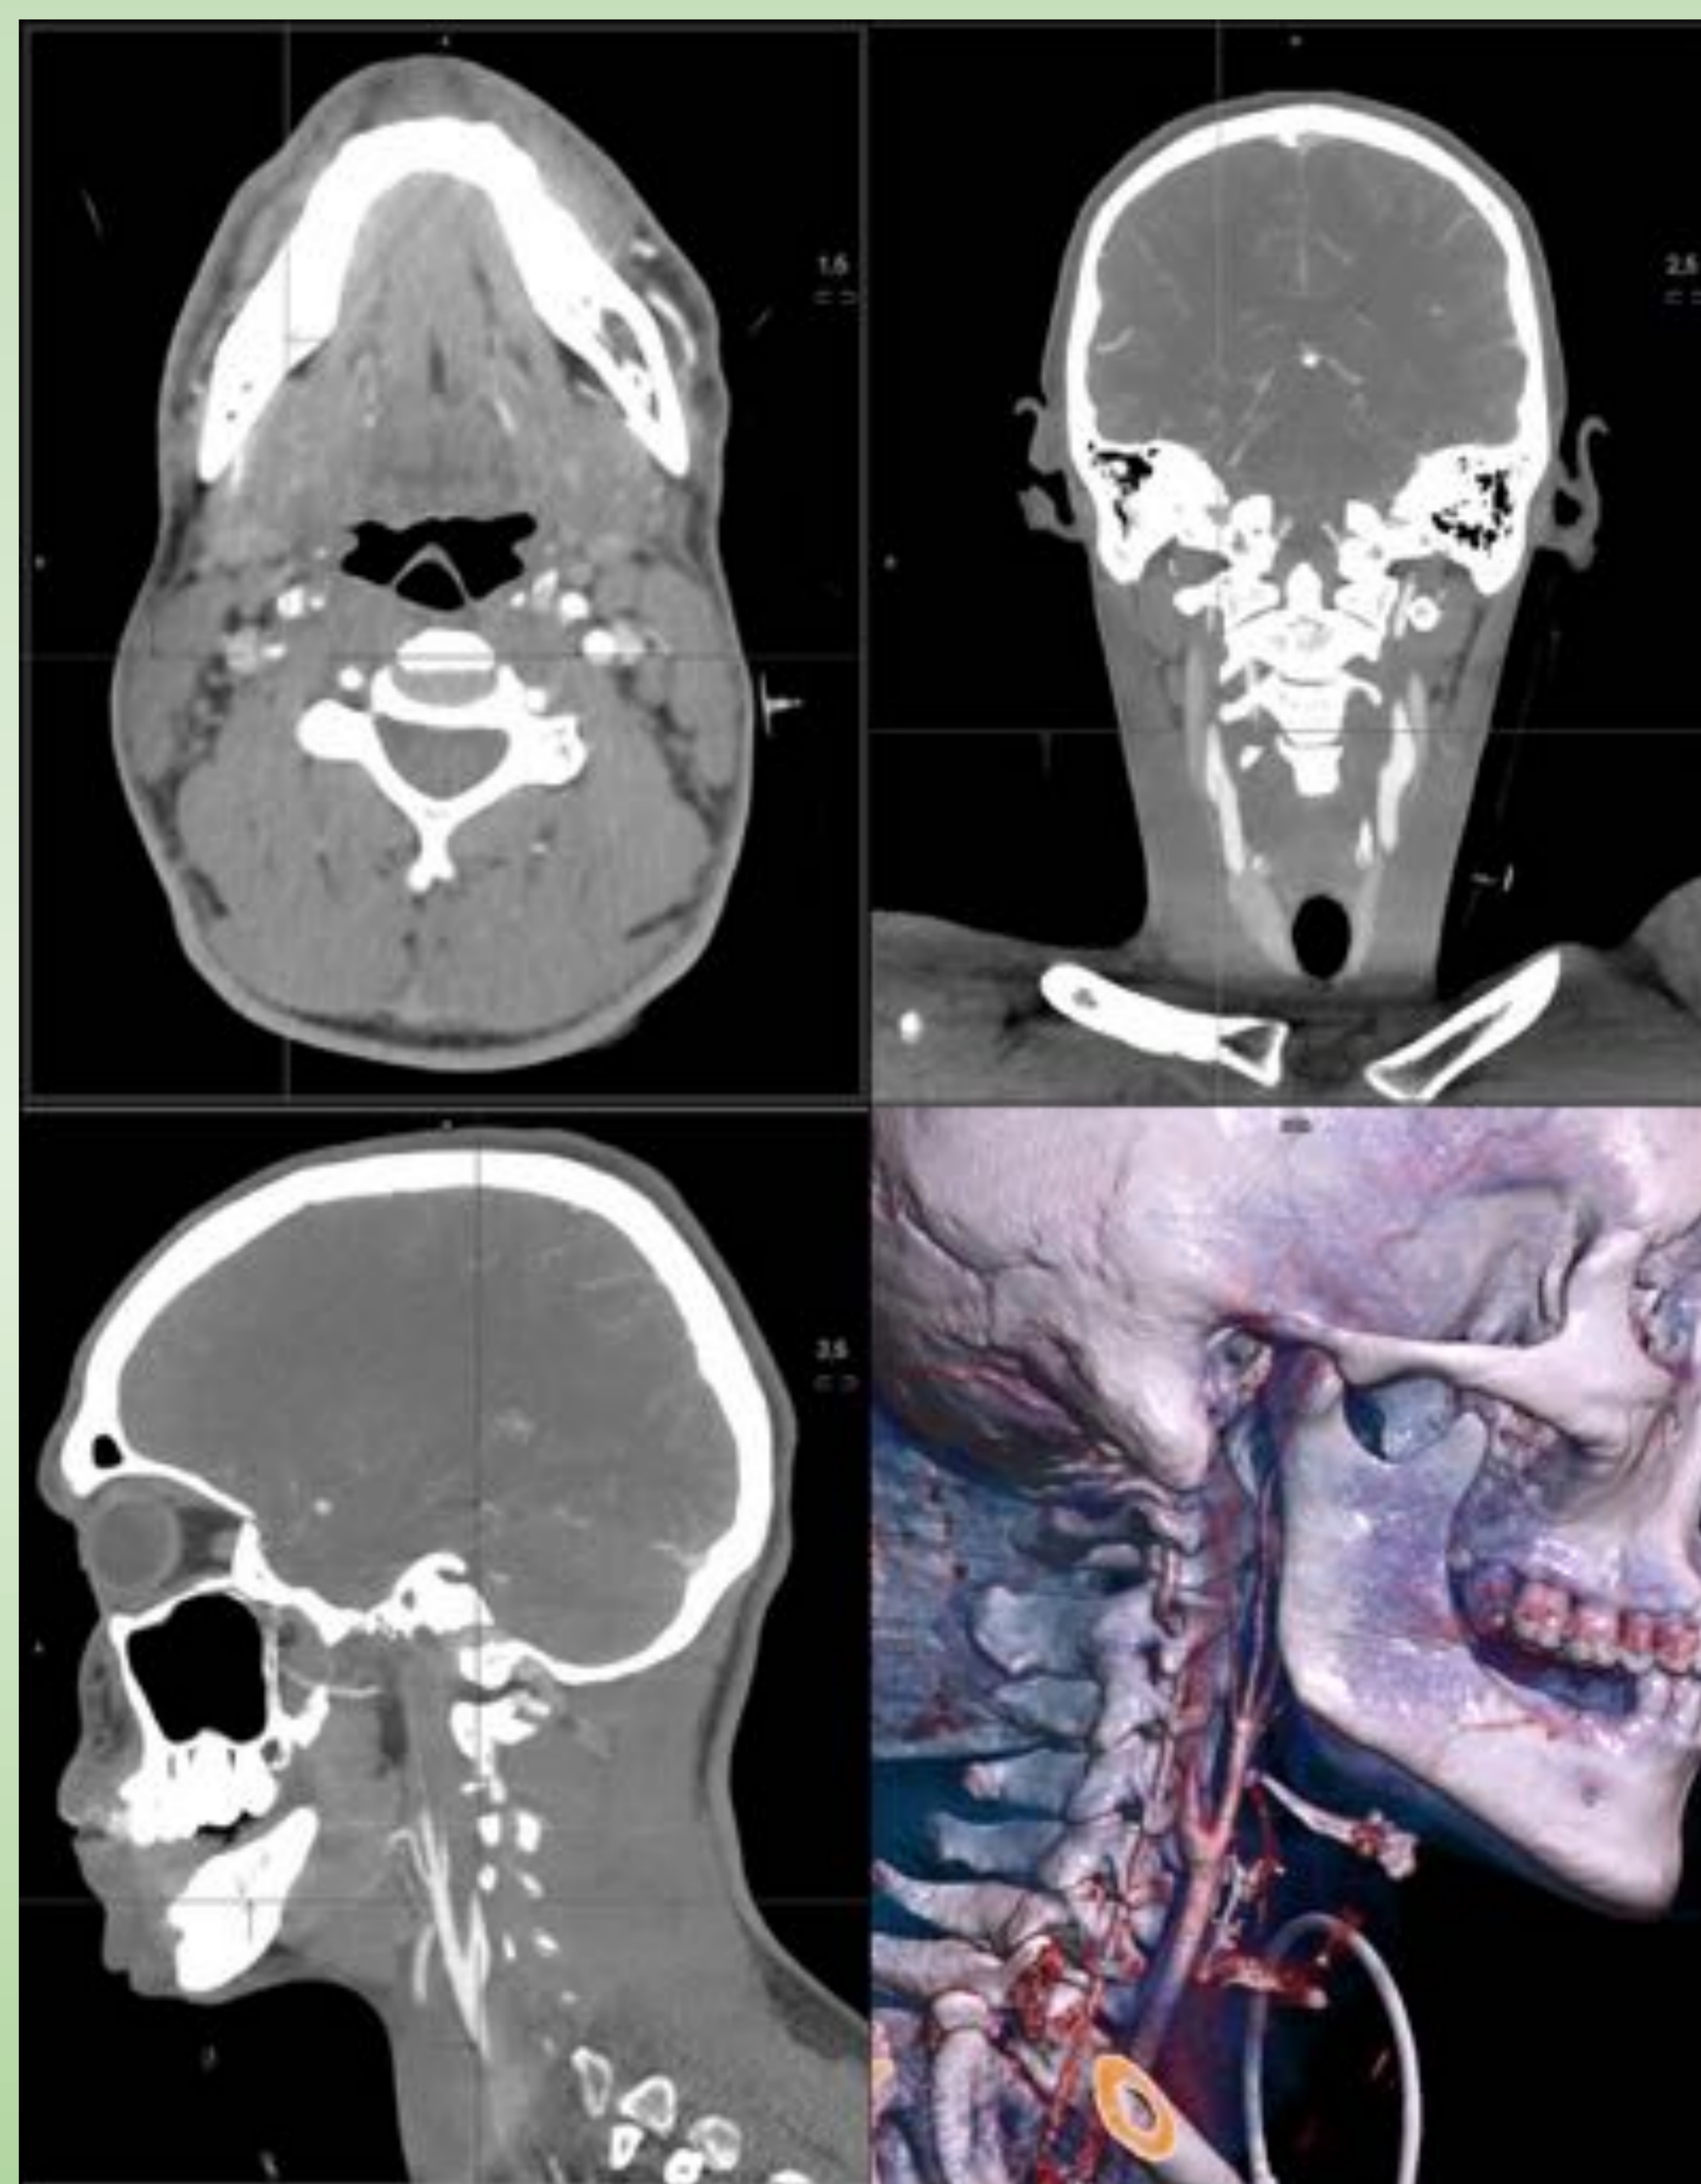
Angio-TC de troncos supraaórticos: afilamiento progresivo de la arteria carótida interna derecha, inmediatamente posterior a su origen, y ausencia de paso de paso de contraste en su porción intracraneal. Tiene repermeabilización distal por colateralidad.
